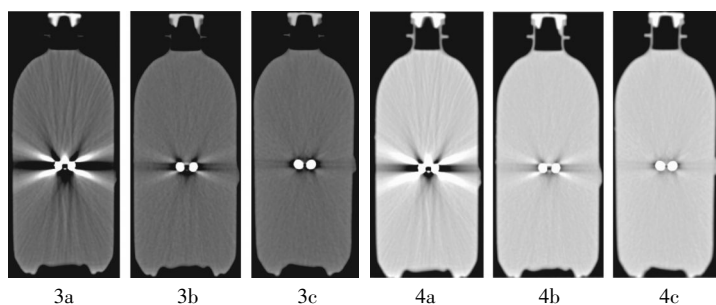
窗宽、窗位为 600、40HU 时不同电压下的 CT 图像和能谱融合图像 图中,3a: 电压为 80 kV 时的 CT 图像;3b: 电压为 140 kV 时的 CT 图像;3c: 能谱融合图像。图 4 窗宽、窗位为 1000、-350 HU 时不同电压下的 CT 图像和能谱融合图像 图中,4a: 电压为 80 kV 时的 CT 图像;4b: 电压为 140 kV 时的 CT 图像;4c: 能谱融合图像。
